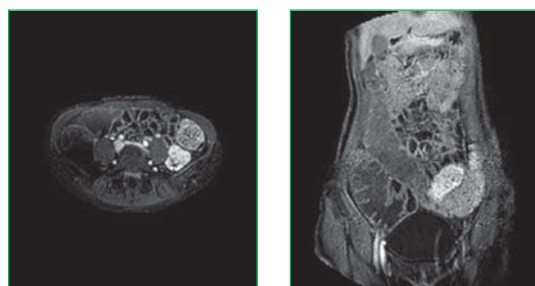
Immagini del protocollo Entero-RM.
